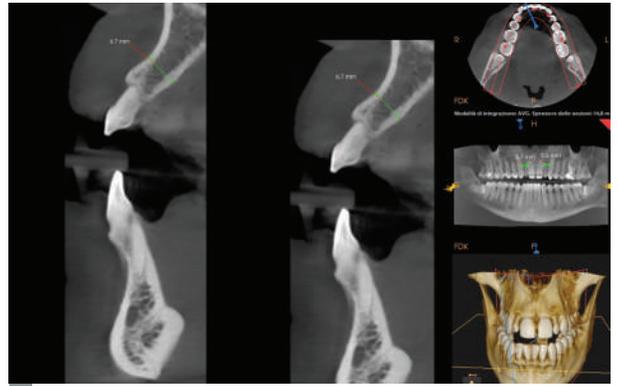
Cross section CT che evidenzia lo spessore vestibolo-palatale del 52
